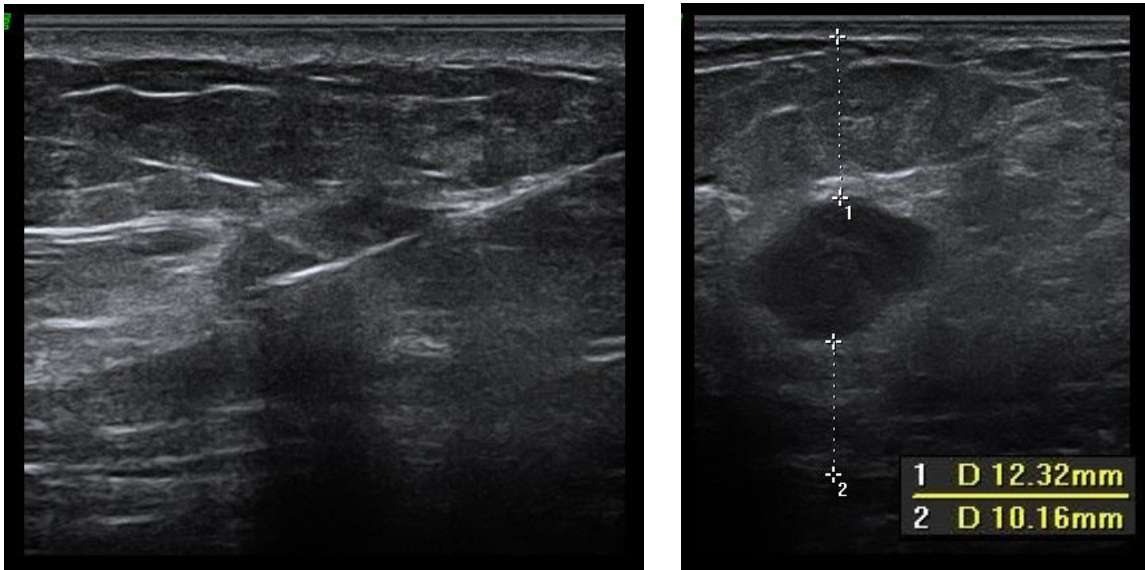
Sonografisch gesteuerte präoperative Stanzbiopsie (links), sonografische Messung der Distanz zwischen Tumor und Haut (1) bzw. Brustwand (2) (rechts)
